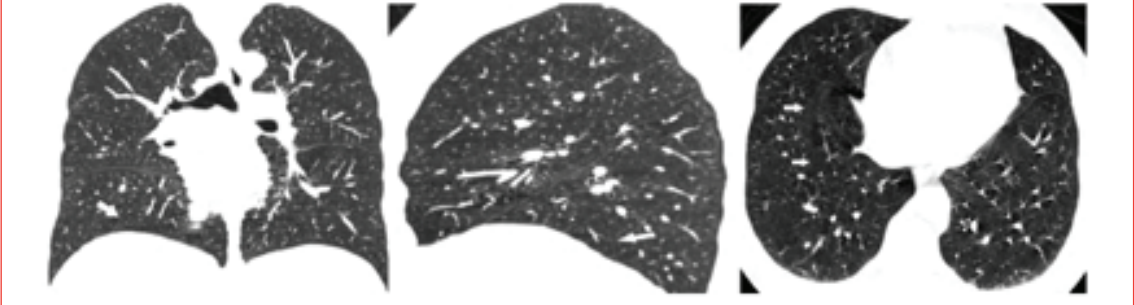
Koronal sagittal ve aksiyel görüntülerde sol minör fissür oklarla işaret edilmiştir. (Normal and accessory fissures of the lung: Evaluation with contiguous volumetric thin-section multidetector CT. Cronin P, et al.)
